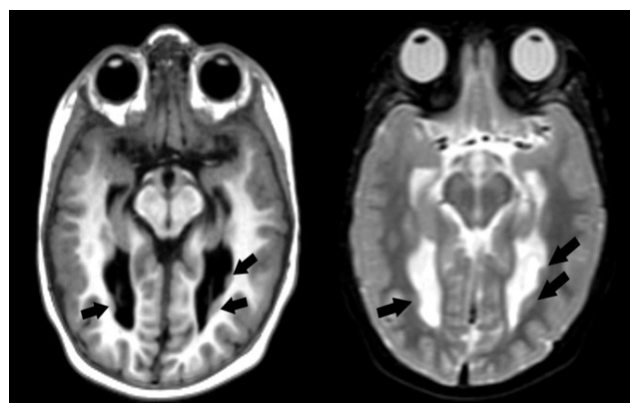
A 3-year-old girl with developmental delay. T1-weighted and T2-weighted axial brain MRI showed subependymal heterotopia that is isointense with gray matter in the occipital part of the bilateral lateral ventricles and bulging towards the ventricles (arrows).
